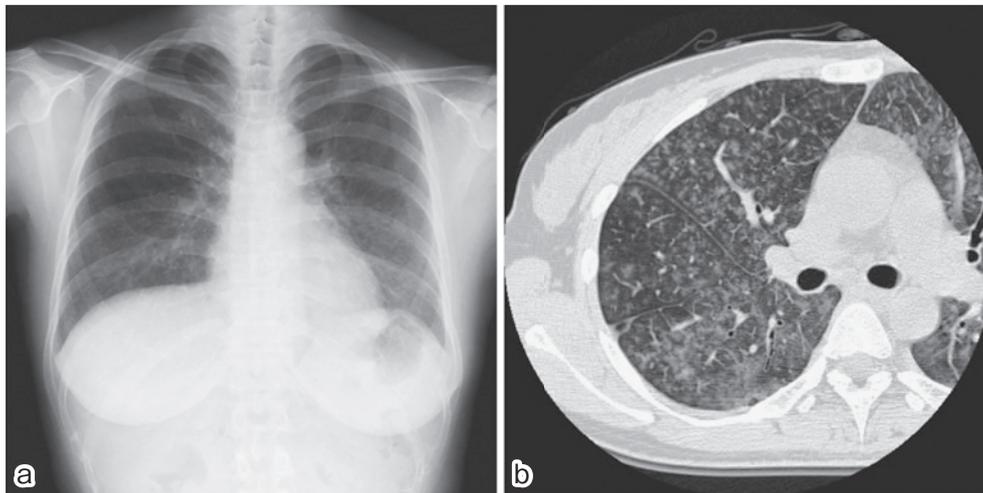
Radiological findings on admission. A chest X-ray film shows consolidation and ground-glass opacities over bilateral lung fields (a). Chest computed tomography shows centrilobular ground-glass micronodules (b).
